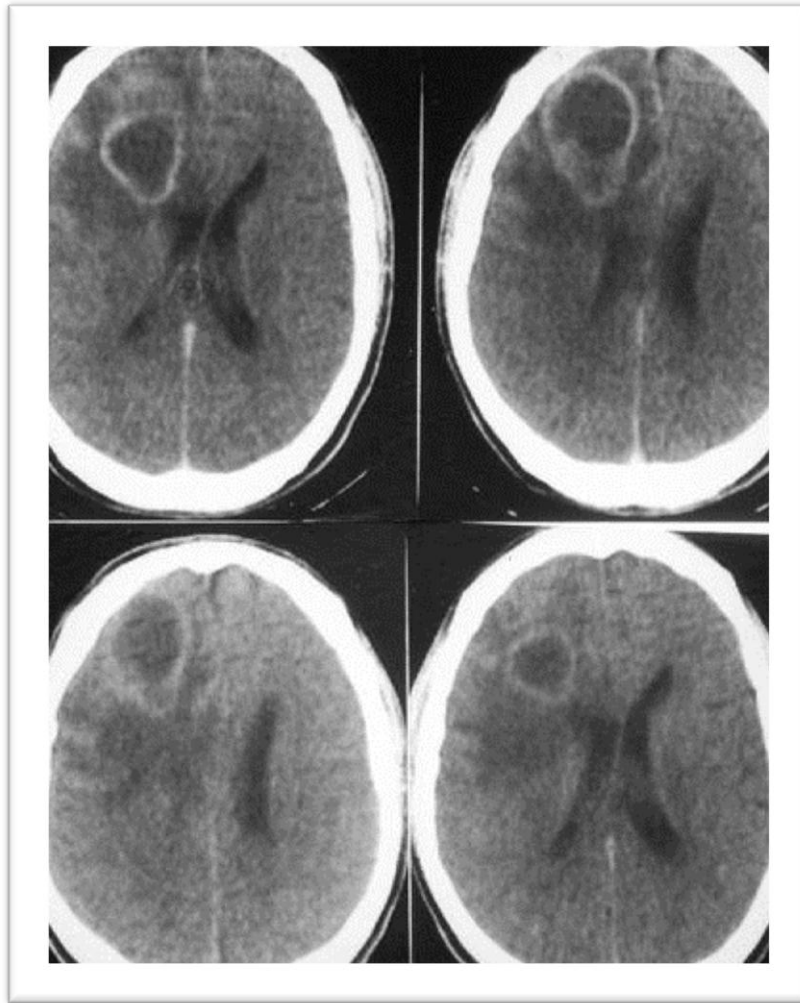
TDM cérébrale avec contraste : abcès frontal droit avec œdème.
